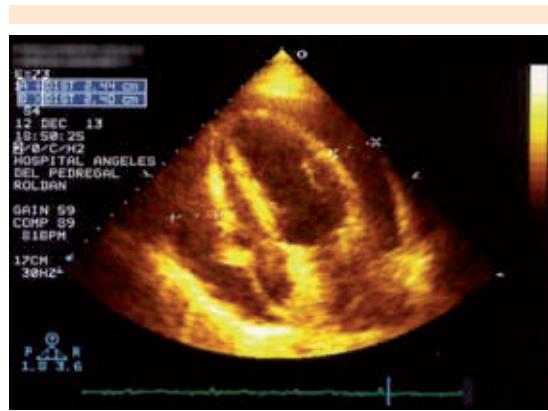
Ecocardiograma en modo bidimensional que muestra derrame pericárdico de aproximadamente 1,000 cc con datos de repercusión hemodinámica.
